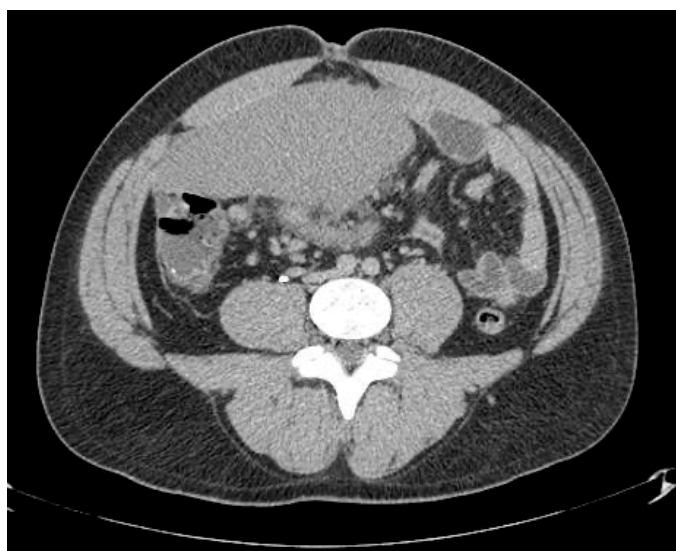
Corte transversal de TC abdominal en fase portal tardía que muestra bazo localizado en mesogastrio.
